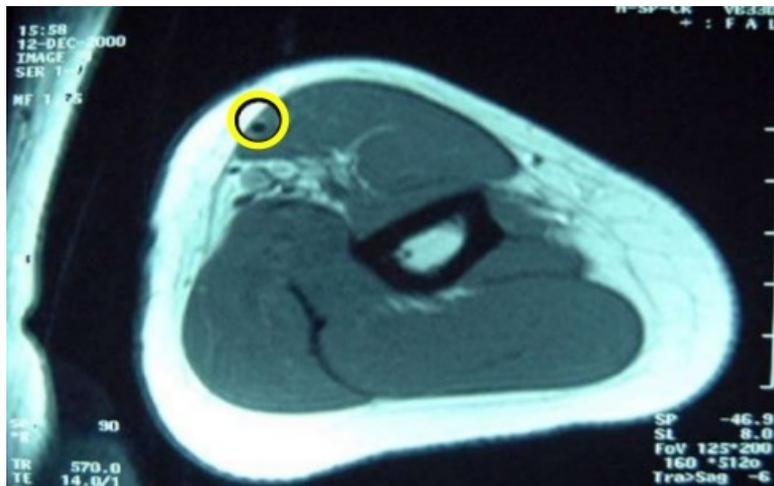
RM. Corte transversal de brazo. Implante inserto en el músculo biceps braquial.
